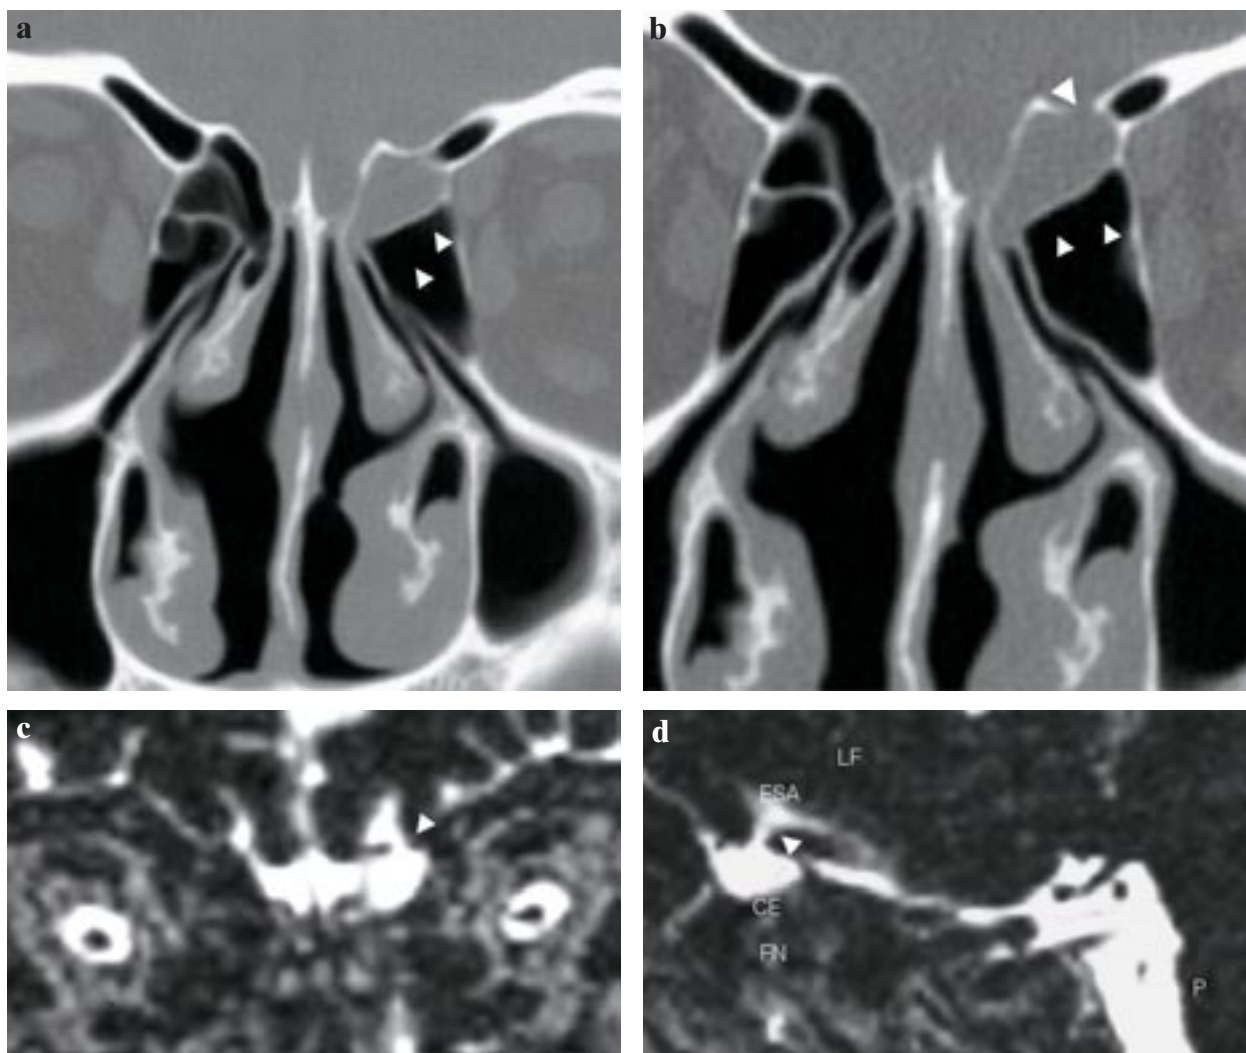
Rhinorrhée de LCS gauche, chez une patiente aux antécédents récents de chirurgie rhino septale pour cure d'un adénohypophysaire. Malgré la réalisation d'un comblement graisseux en regard du foyer opératoire, la liquorrhée persiste. Une TDM en incidence frontale avec des coupes de 3 mm d'épaisseur (a) ne montre pas de défaut osseux mais, un comblement d'une cellule ethmoïdale est noté (double tête de flèche). Un complément d'examen scanographique avec des coupes millimétriques (b) révèle une solution de continuité osseuse au niveau du toit de la cellule ethmoïdale (grosse tête de flèche) comblée. La cisternographie confirme le diagnostic de BOM : en incidence frontale (c) et sagittale (d), la colonne de LCS, en hyper signal, réalise une communication entre les espaces subarachnoïdiens et la cellule ethmoïdale avec interruption de l'hypo signal ostéoméningé (tête de flèche). CE : Cellule Ethmoïdale, ESA : Espace SubArachnoïdien, LF : Lobe Frontal, FN : Fosses Nasales, P : Pont.
